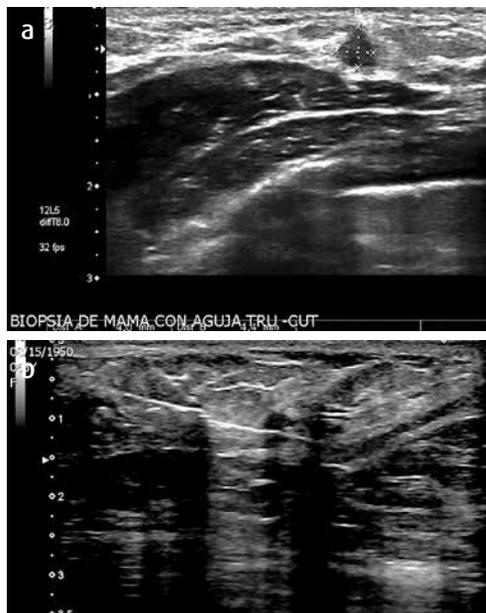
Paciente femenina de 37 años de edad. Cl. a) Ultrasonido de alta resolución. Nódulo sólido de 4,4 x 4 mm antiparalelo de márgenes angulados, en cuadrantes BI-RADS 4C. b) Biopsia trucut guiada por ultrasonido que muestra la aguja dentro del nódulo.
